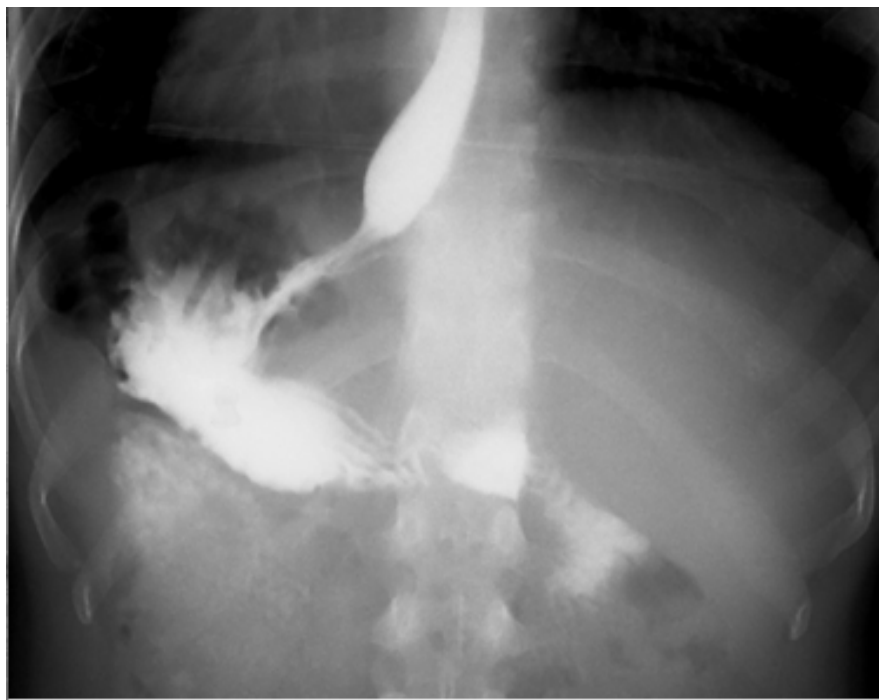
Рентгенография в положении на животе [оригинальный рисунок].
